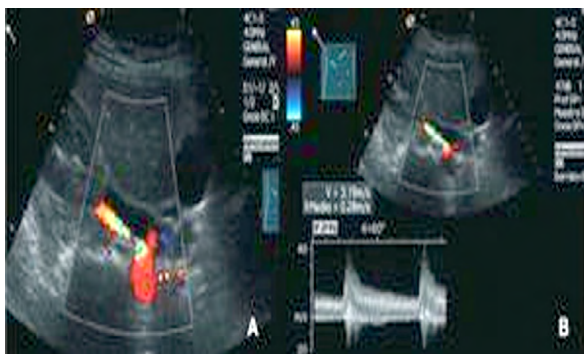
ECO Doppler arterias renales AAA.
